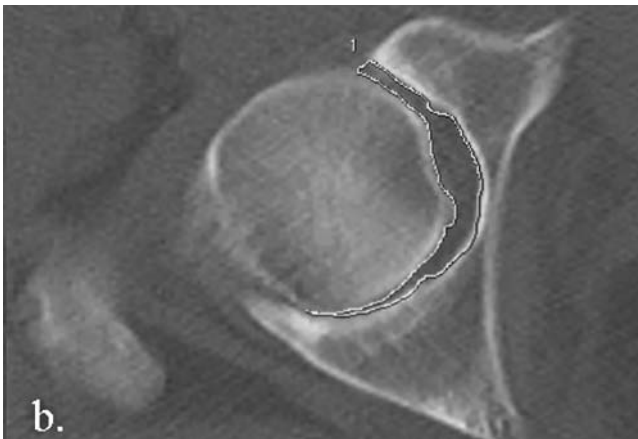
Измерение площади поперечного сечения рентгеновской суставной щели тазобедренного сустава.
